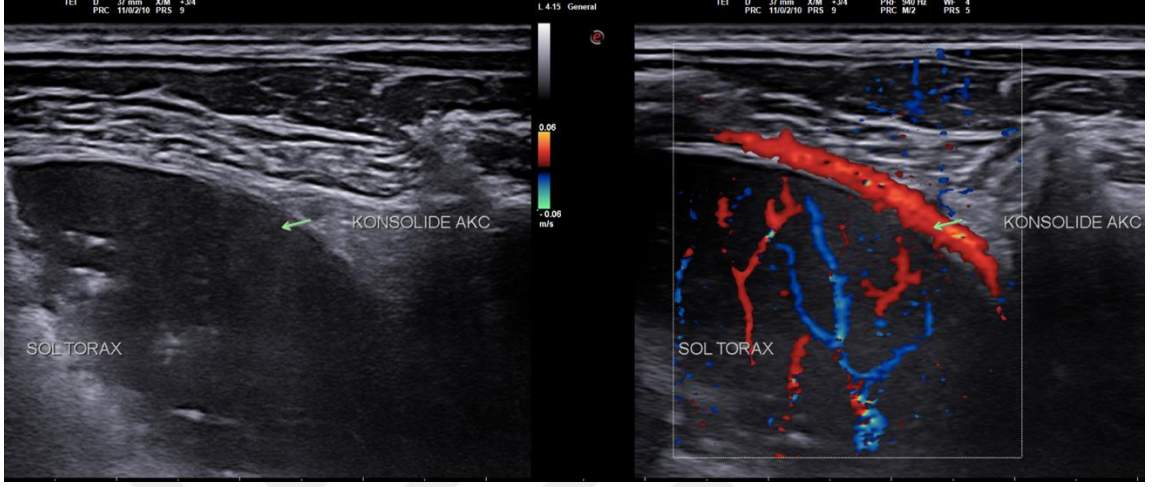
Konsolide akciğer parankimi, komşu plevrada kalınlaşma ve eşlik eden ince parapnömonik efüzyon örneği. Kistik fibrozis tanısı mevcut 18 yaşındaki erkek hastanın öksürük ve nefes darlığı şikayetleri nedeni ile yapılan sonografik değerlendirilmesinde her iki akciğerde az miktarda plevral efüzyon, sağ akciğer alt zonda hava bronkogramı içeren konsolide alan ve komşuluğundaki plevrada kalınlaşma izlenmiştir. Hastanın eş zamanlı balgam örneğinde *P.aeruginosa* üremesi izlenmiştir.
